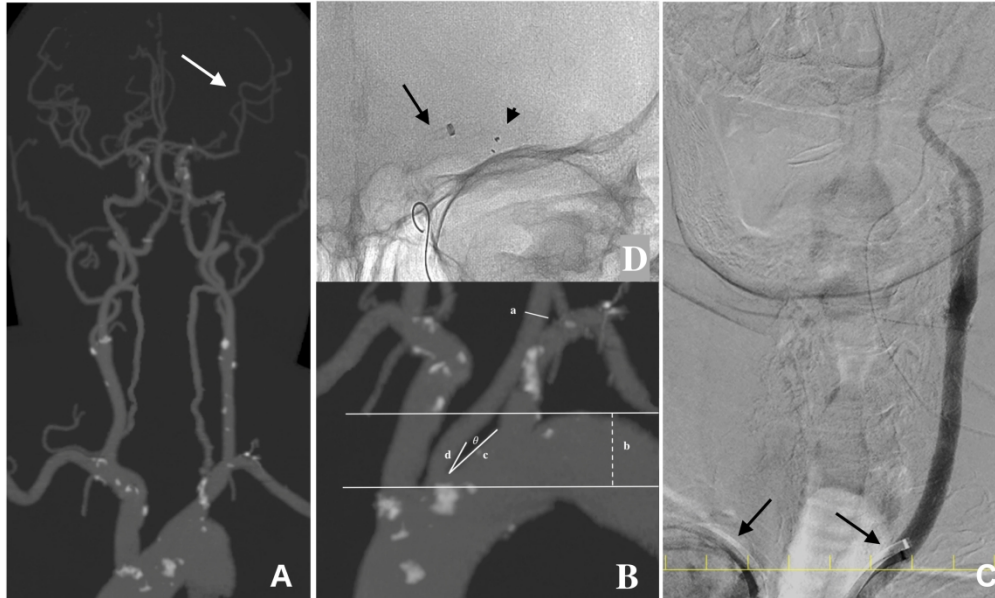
"Left MCA occlusion treated by transbrachial access."A: CTA revealing left MCA occlusion no visualization of one of the left MCA M2 branches (arrow). B: CTA demonstrating the Type III arch ( $b > 3a$ ) and a sharp angle ( $\theta: 13^\circ$ ) between the aortic arch (c) and the left CCA (d), C: A guiding catheter (MSK guide; arrows) is introduced transbrachially into the CCA. D: An aspiration catheter (arrow) and a stent-retriever (arrowhead) are introduced into the MCA. MCA: middle cerebral artery, CCA: common carotid artery.
